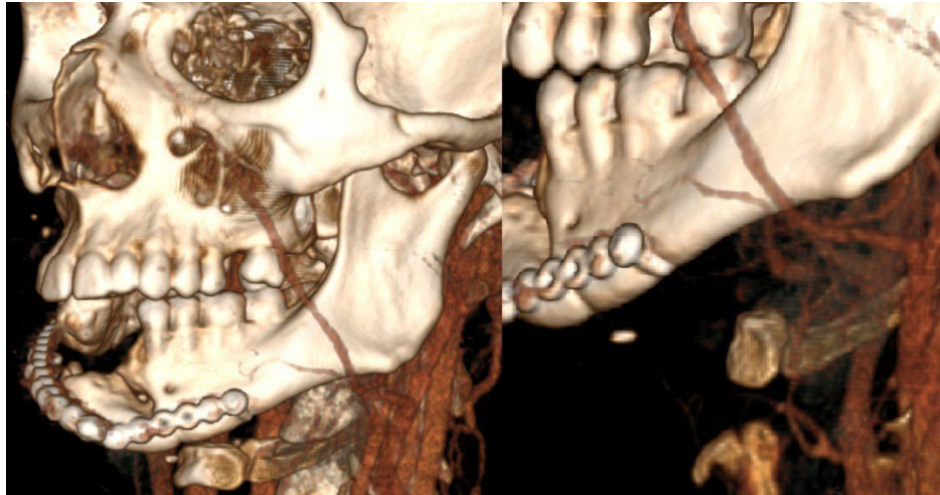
Візуалізація реципієнтних судин на 3D-реконструкції даних комп'ютерної томографії м'яких тканин шиї з в/в контрастним підсиленням
